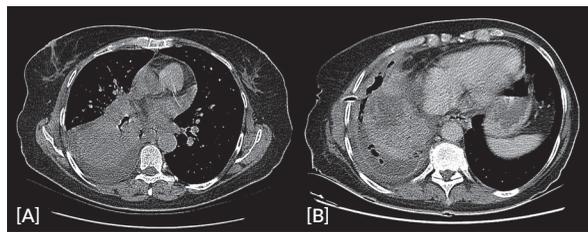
TC de tórax com evidência de consolidação do lobo inferior direito e derrame pleural homolateral (A). Dreno posicionado na cavidade pleural com evidência de piopneumotórax (B).
